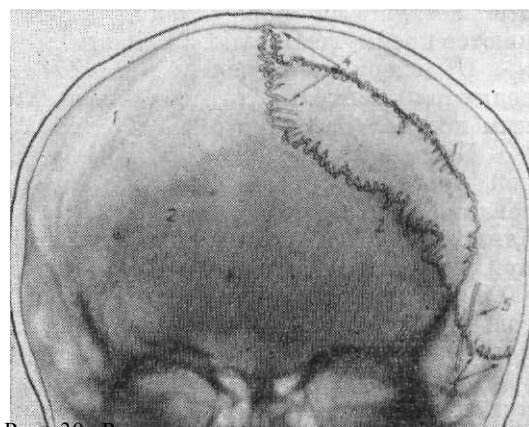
Рентгенограмма крыши черепа в прямой передней проекции. Швы крыши черепа: 1 — венечный, 2 — лямбдовидный, 3 — теменно-сосцевидный, 4 — стреловидный; 5 — клиновидно-чешуйчатый.
